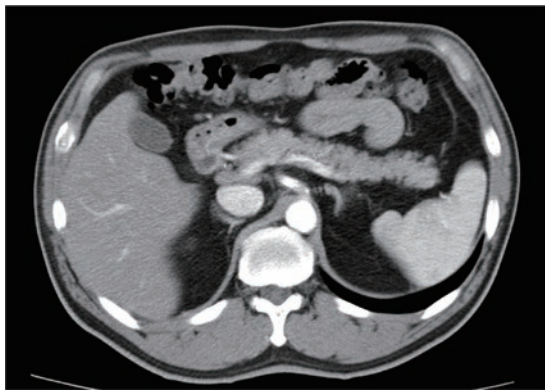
13年前の腹部造影CT：膵臓に腫瘍を認めない。
